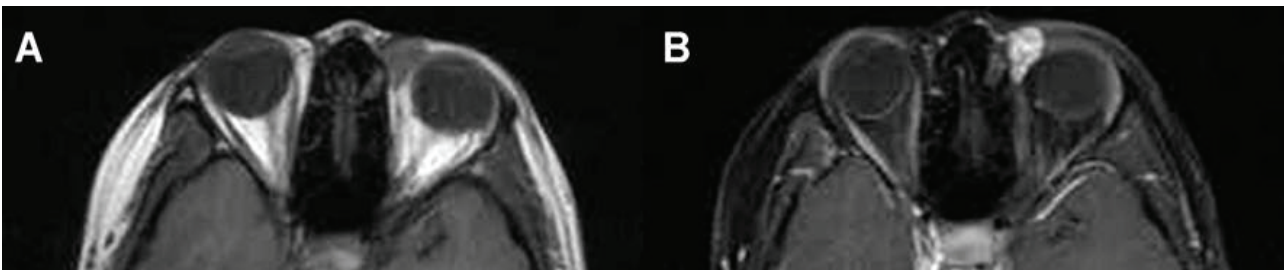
Case 1. Pre-contrast T1-weighted axial MR image demonstrating a left orbital mass with isosignal intensity compared with brain parenchyma (A). The mass shows homogeneous contrast enhancement in post-contrast fat suppressed T1-weighted axial MR image (B).
